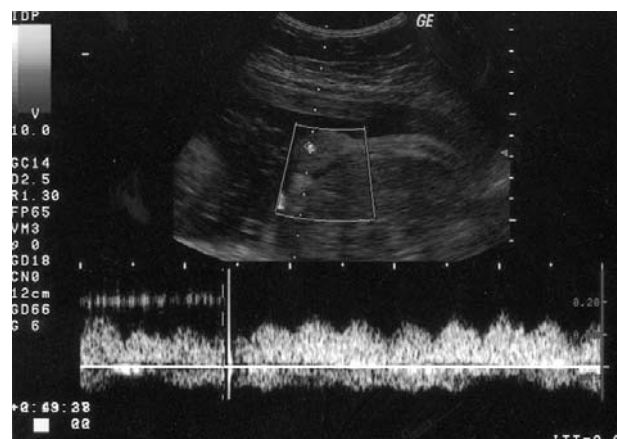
El estudio con Doppler pulsado de los vasos del hemangioma muestra un patrón de baja resistencia, existiendo abundante flujo telediastólico.
